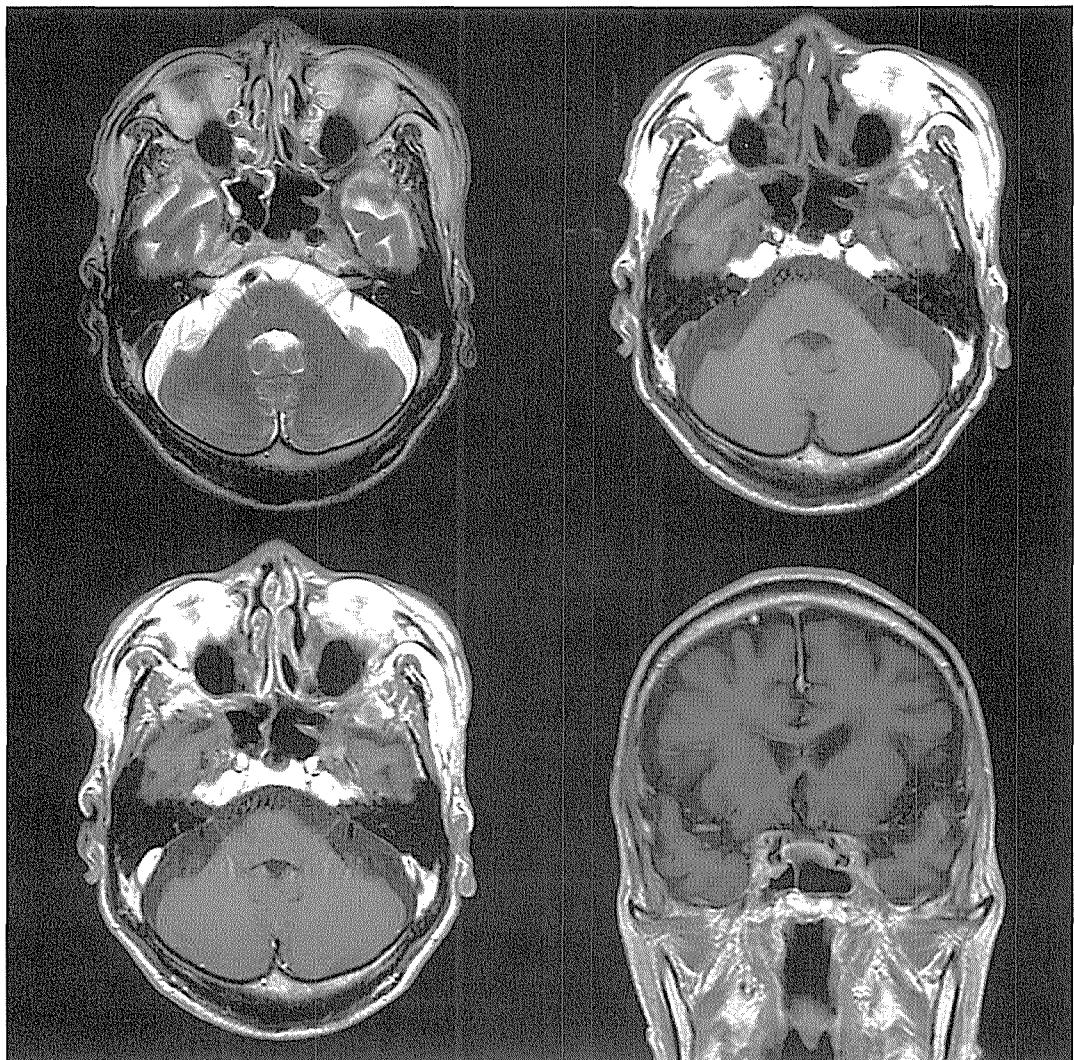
Follow up MRI shows that left cavernous sinus and orbital apex lesions are more enlarged.
